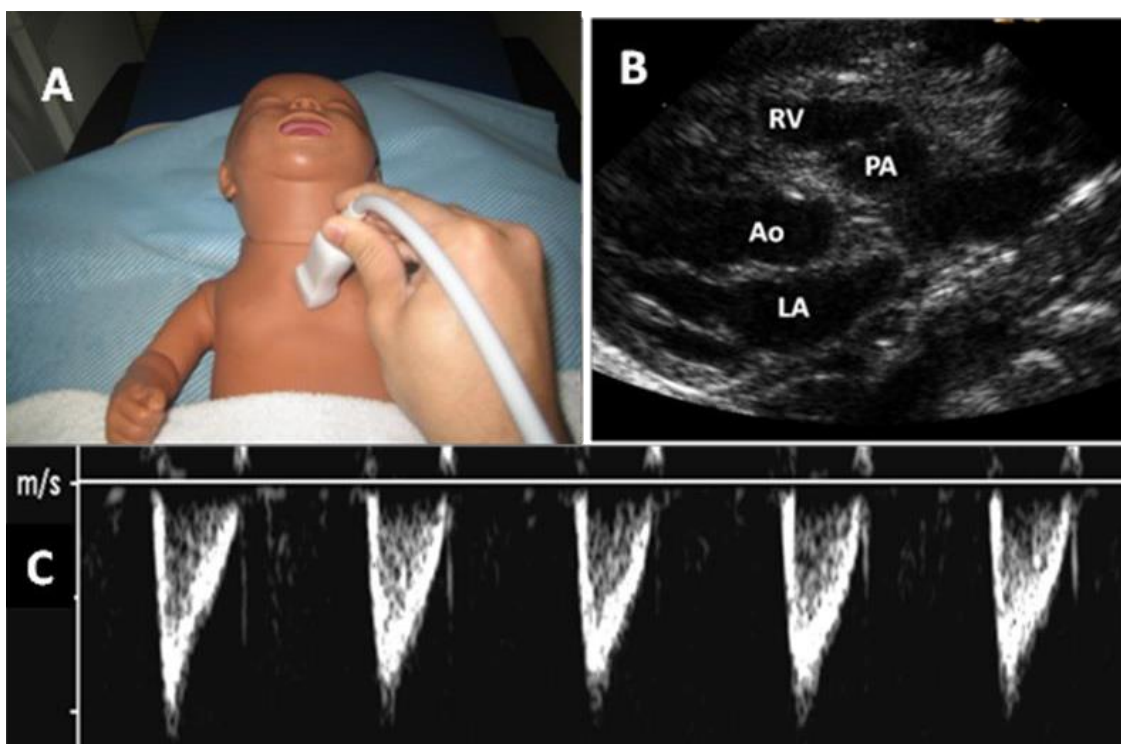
Eje paraesternal largo para medición del gasto cardiaco derecho. A. Posición del transductor. B. Vista para obtener el doppler pulsado a través de la arteria pulmonar. C. Medición del área para el VTI.
